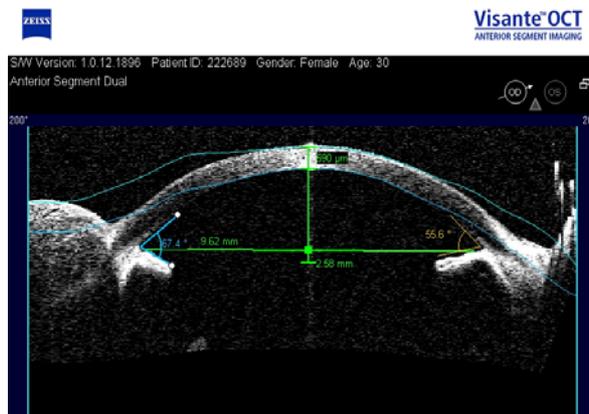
Оптическая когерентная томография переднего отрезка больной Б. через 2 года после бандажа глазного яблока. Четко определяется регенерат склеры, доходящий до зоны лимба
